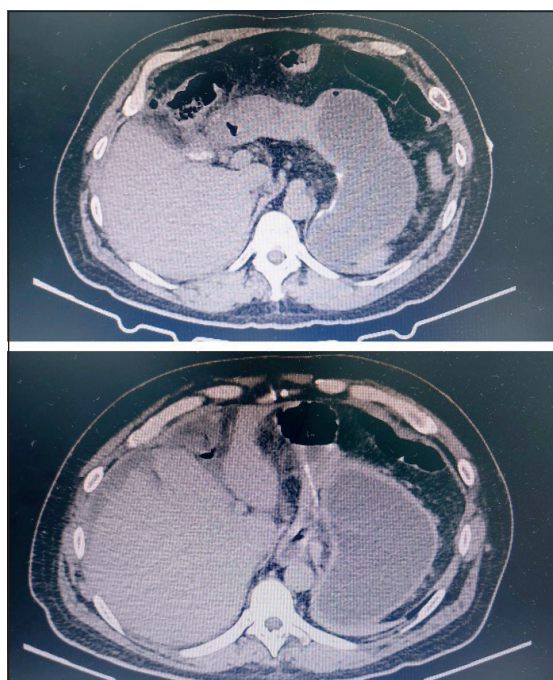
Corte axial de tomografía computada de abdomen. remanente gástrico dilatado.
